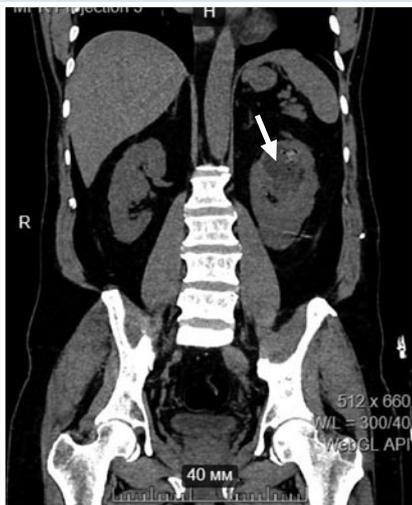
КТ с контрастированием забрюшинного пространства, коронарная проекция (Nativ).
